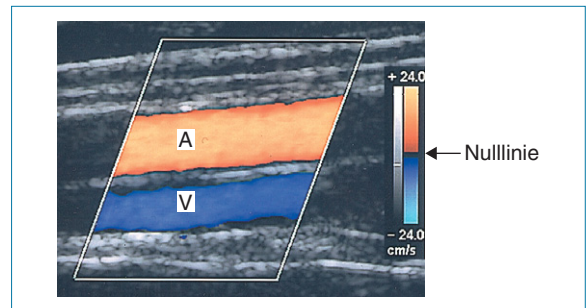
Das Farbdopplerbild stellt die für jede einzelne Messprobe erfasste mittlere Flussgeschwindigkeit relativ zum Schallstrahl dar (äquivalent zur Dopplerfrequenz). In dieser Aufnahme einer Arterie (A), die eine Vene (V) überlagert, ist erkennbar, wie sich Blutflussgeschwindigkeit und Strömungsrichtung in den beiden Gefäßen unterscheiden. Die Farbskala zeigt, dass das Blut in der Arterie auf den Schallkopf zufließt und rot kodiert ist und das Blut in der Vene vom Schallkopf wegfließt und blau dargestellt wird.
